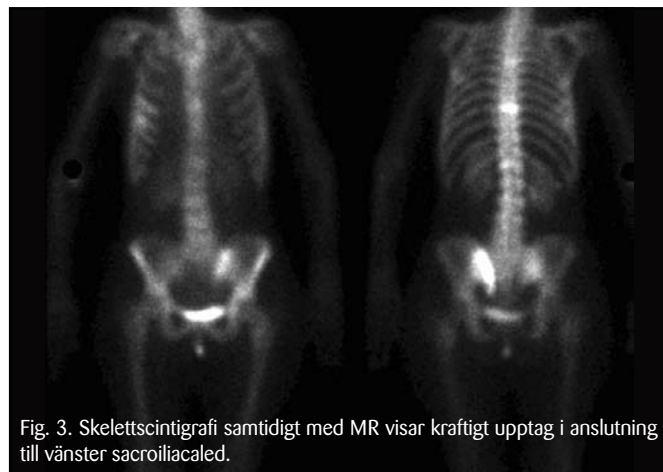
Skelettscintigrafi samtidigt med MR visar kraftigt upptag i anslutning till vänster sacroiliacaled.
